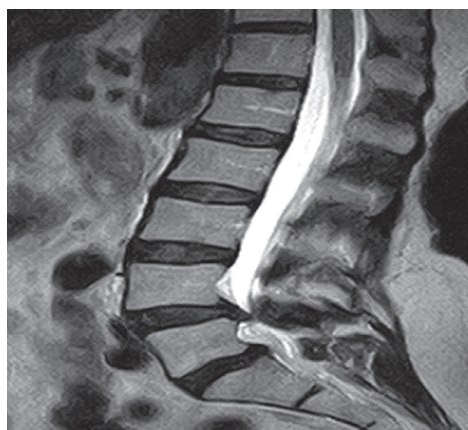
МРТ. Т2-ВИ. Левосторонняя парамедианная грыжа диска L4-L5 распространяется каудально за линию плоскости субхондральной замыкательной пластинки. Антелистез L4 на 2 мм
